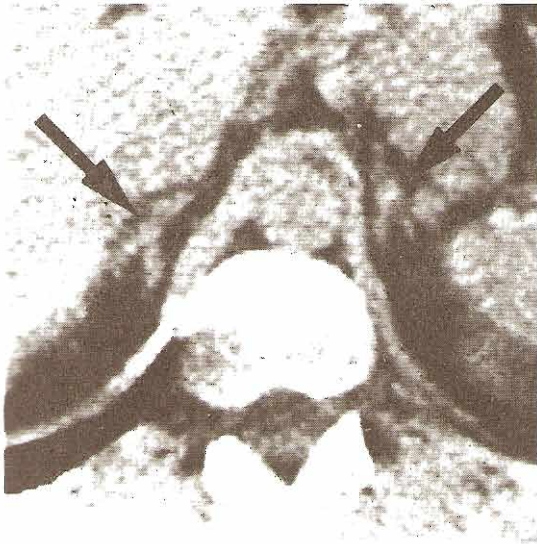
Estudios TC: glándulas suprarrenales. Arriba izquierda: Suprarrenales normales. A este nivel, las dos suprarrenales (flechas) de este paciente tenían forma en Y invertida. Varón de 34 años con feocromocitoma extrasuprarrenal. Arriba derecha: Feocromocitomas bilaterales (flechas). El tumor grande de la derecha tiene un centro bajo de atenuación (cursor). A = aorta; C = vena cava inferior; K = riñón izquierdo. Varón de 33 años con síndrome de adenomatosis endocrina múltiple, después de adenoma paratiroideo y carcinoma paratiroideo, con antecedente familiar de carcinoma medular. Abajo izquierda: Linfoma suprarrenal bilateral. Glándulas suprarrenales crecidas (flechas) y en la parte anterior de riñones normales. L = hígado. Varón de 53 años con dolor abdominal y linfoma histiocítico del sistema nervioso central. Abajo derecha: Carcinoma de la suprarrenal derecha. Estudio a través de un riñón izquierdo normal y un gran tumor suprarrenal retrohepático quístico y necrótico (T). A = ascitis; L = hígado. Niña de 17 años con masa abdominal derecha y ascitis.
